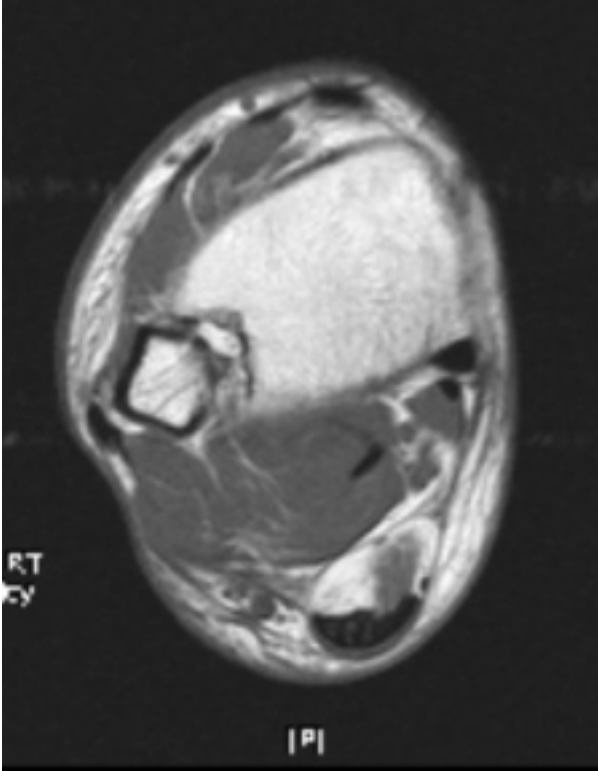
MRI finding of acute peroneal tendon dislocation.
